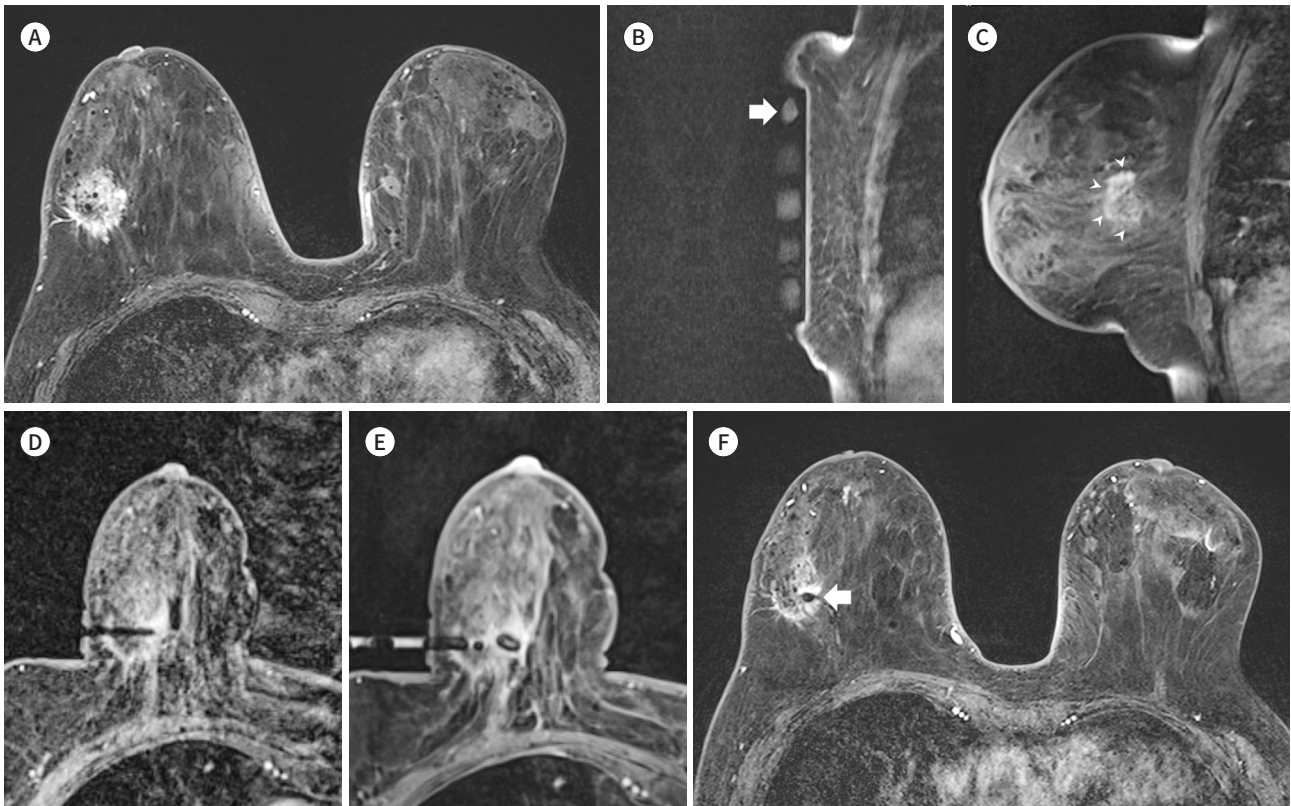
A 78-year-old patient with a history of silicone injection in both breasts, approximately 40 years ago underwent breast MRI because mammography and breast ultrasound are limited for cancer screening due to interstitial mammoplasty.
